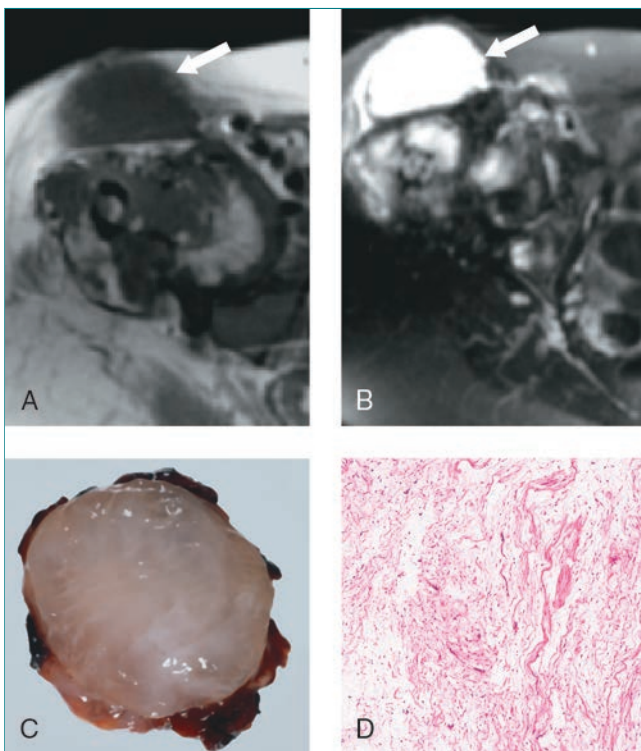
Mixoma intramuscular. Las imágenes axiales de RM en T1 (A) y en T2 (B) de una mujer de 52 años con síndrome de Mazabraud muestran una lesión de partes blandas grande (flechas) en la región anterior de la cadera derecha compatible con un mixoma intramuscular. Es más hipointensa que el músculo en la imagen en T1 e hiperintensa en la imagen en T2. C, La fotografía muestra el aspecto macroscópico de un mixoma intramuscular seccionado por la mitad. Obsérvese la superficie gelatinosa de color blanco. D, La imagen microscópica revela una lesión poco celular con numerosas fibras de reticulina y un estroma mucoso (hematoxilina y eosina).
